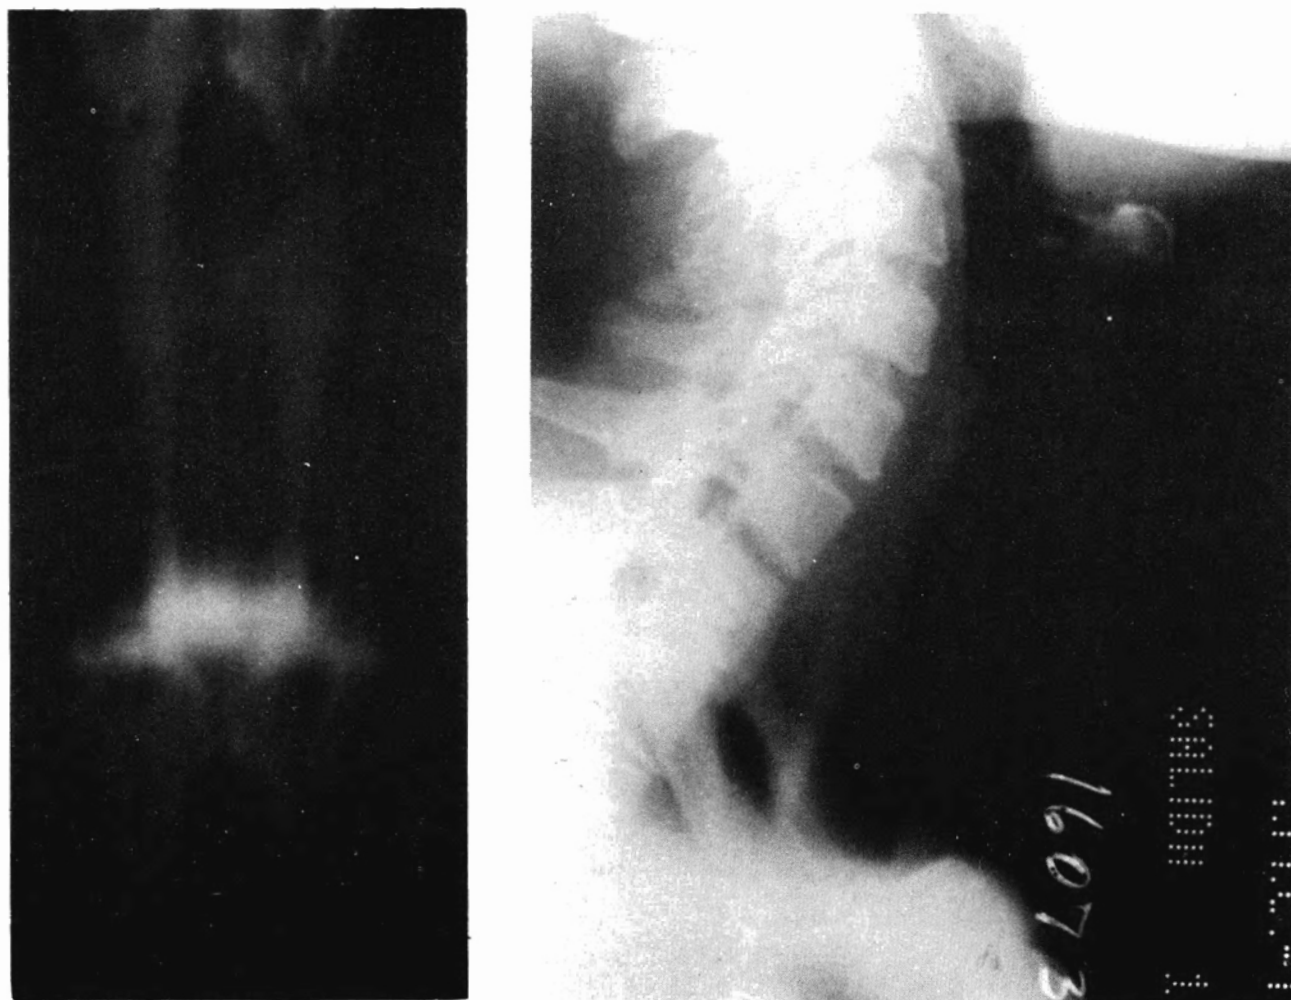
Tomografías AP y oblicua de la paciente del caso 2, donde se observa la lesión traqueal.
